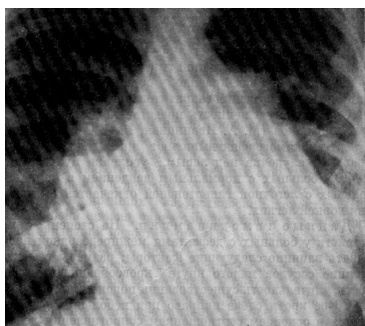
Рентгенологическая картина ДМПП
